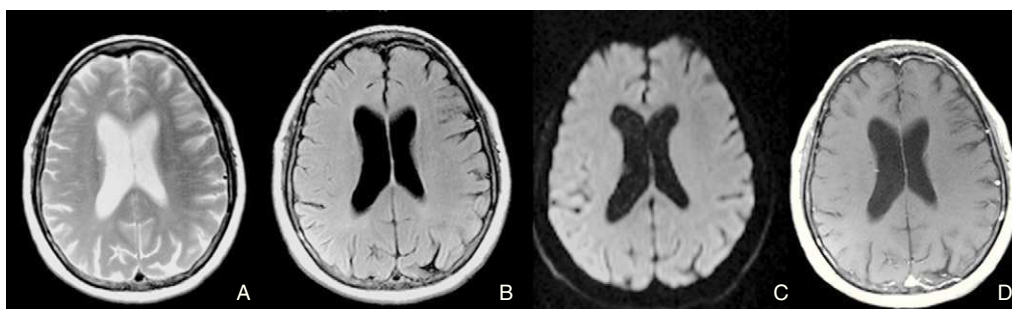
Resolución de las lesiones evidenciadas. A) secuencia T2; B) secuencia FLAIR; C) secuencia difusión; D) T1 tras administración de gadolinio.
